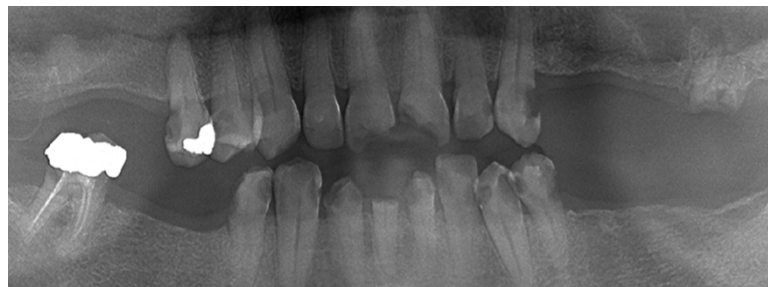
Ortopantomografia (seccionada), Cáries de rampante, após radioterapia .Fonte de Elad et al., 2017.
